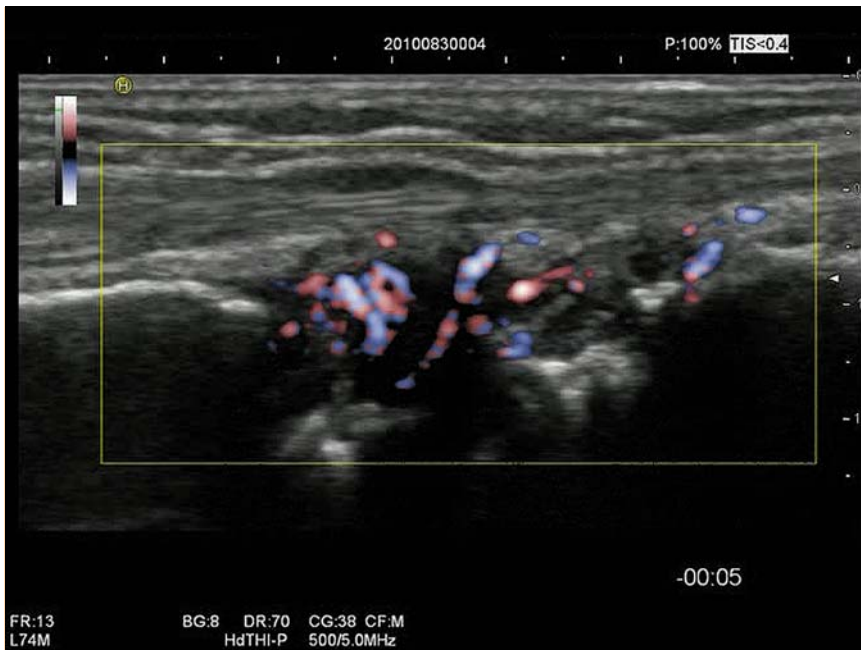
Aktive Arthritis des Handgelenks mit echoarmen Saum und Powerdopplersignal als Hinweis auf aktive Entzündung bei einem Patienten mit rheumatoider Arthritis. Die Gelenksonographie ist geeignet, klinische Untersuchungsbefunde zur Aktivitätsbestimmung einer Arthritis zu validieren.
